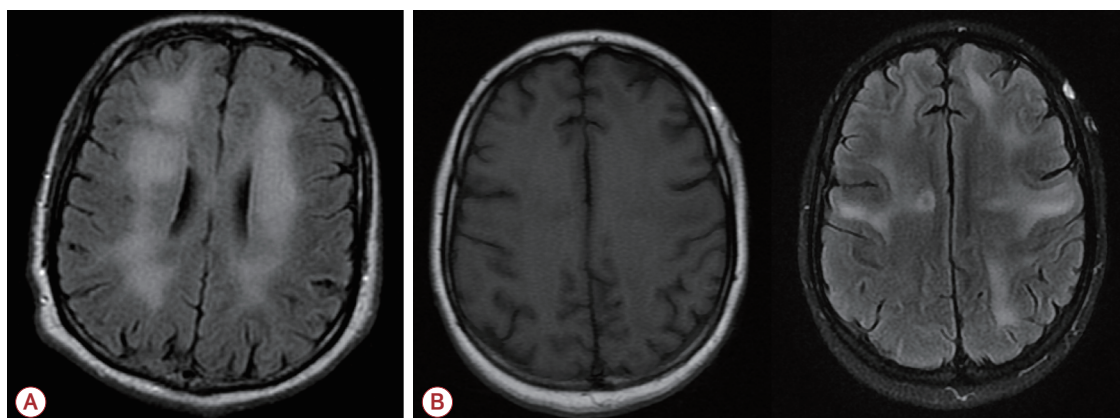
Radiologic findings of HIV-encephalopathy and ADEM in the brain.^{5,6} (A) In brain MRI of HIV encephalopathy, signals in the bilateral deep white matter increase on T2-weighted images.⁷ (B) In the case of ADEM, MRI typically shows nodular lesions that are hypointense on T1 and hyperintense on T2, which do not align with the patient's MRI findings.⁸ HIV; human immunodeficiency virus, ADEM; acute disseminated encephalomyelitis. MRI; magnetic resonance imaging.
